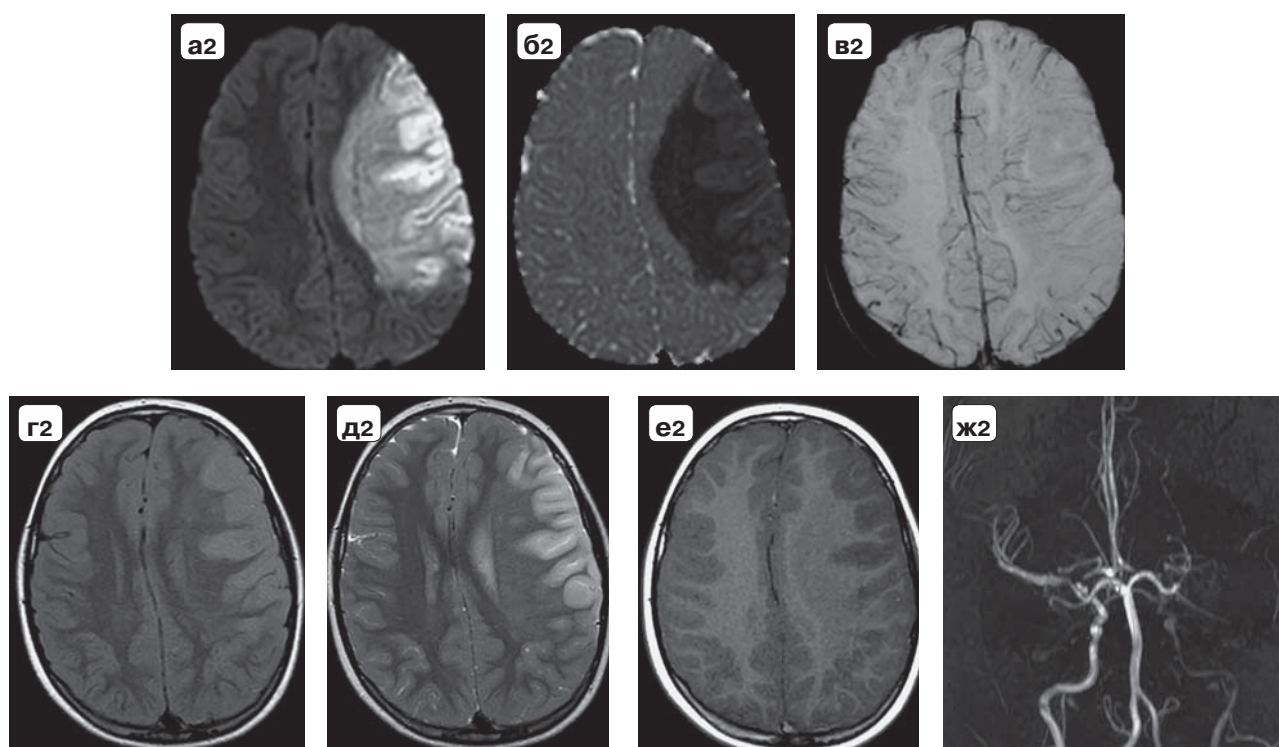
(часть 2). МРТ-исследование той же пациентки, проведенное через сутки от момента неврологического дебюта.
